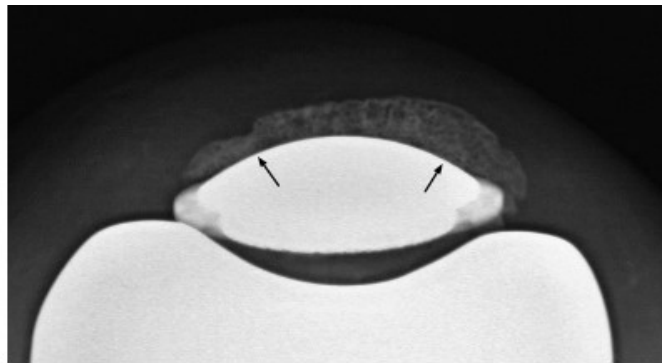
Radiografia post-operatoria della componente rotulea: le frecce evidenziano i punti di fissaggio della protesi, indicativi di crescita ossea.
